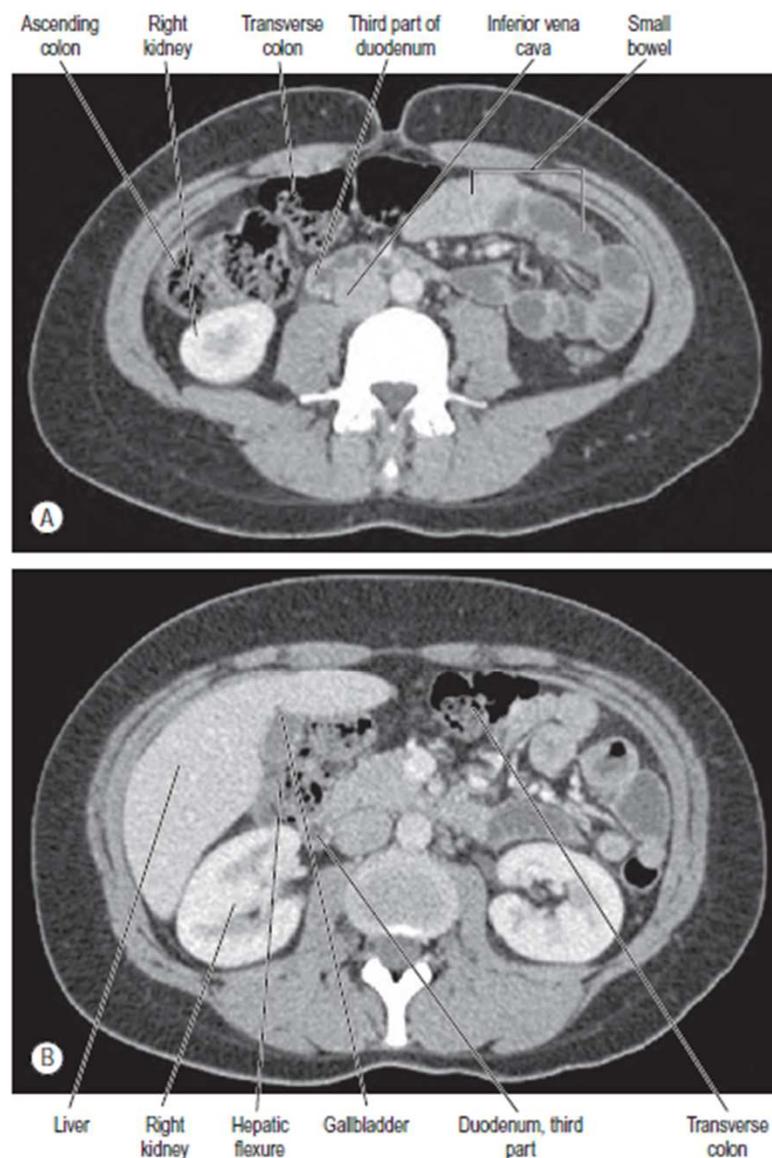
Axial CT images of the ascending colon obtained (A) at the level of the mid ascending colon and (B) at the level of the hepatic flexure, showing the relationship of the ascending colon and hepatic flexure to the right lobe of the liver, the right kidney, the second part of the duodenum, and the gallbladder. (Courtesy of Dr Louise Moore, Chelsea and Westminster Hospital, London.)
